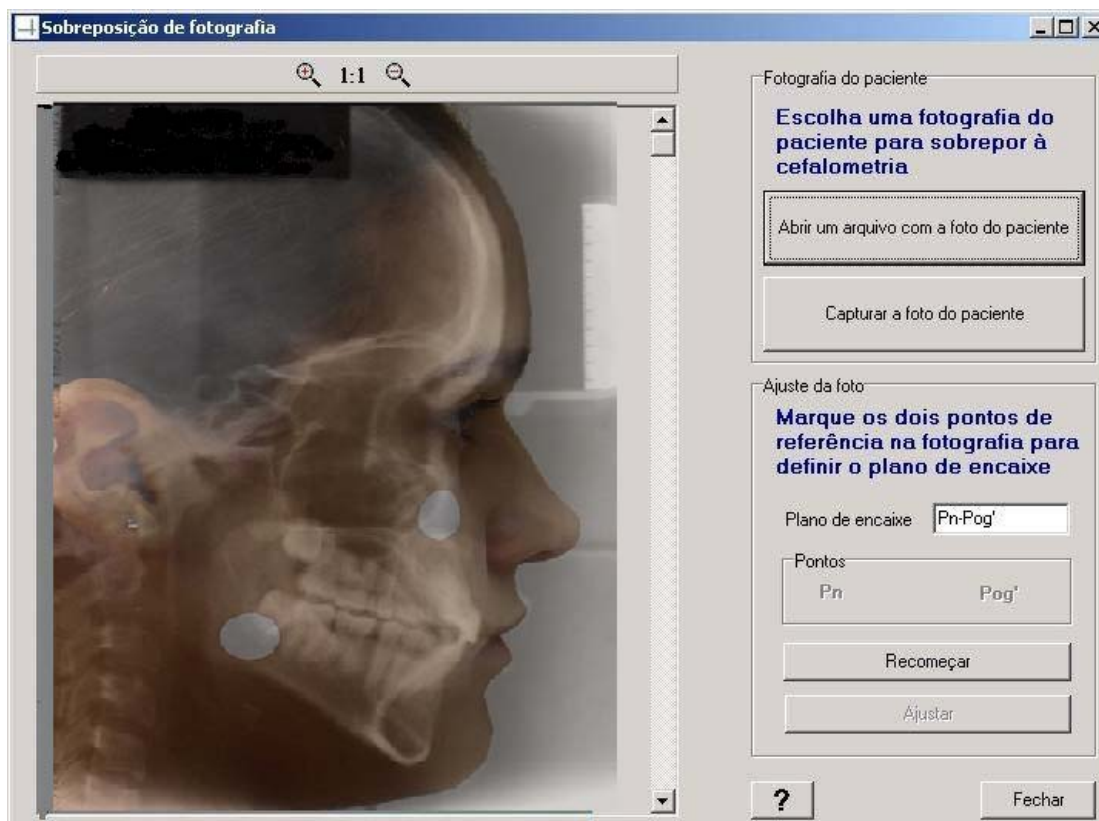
Sobreposição da telerradiografia da cabeça em norma lateral e a fotografia digital de perfil para o ajuste do tamanho da fotografia com a radiografia.
